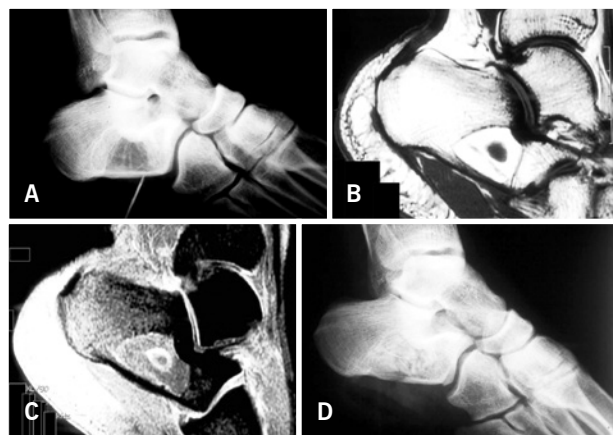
Cisto ósseo solitário comprometendo o calcâneo. Em (A) radiografia mostrando o cisto bem definido. Em (B) tomografia. Em (C-E) imagens características da ressonância magnética
